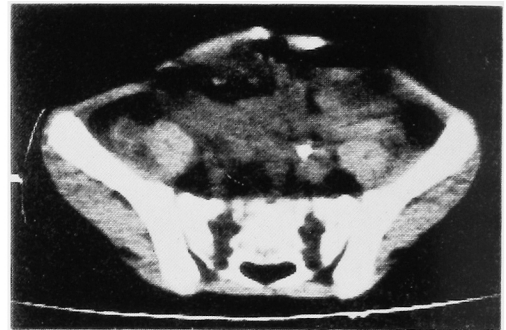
Computed tomogram during modified T6 protocol.
